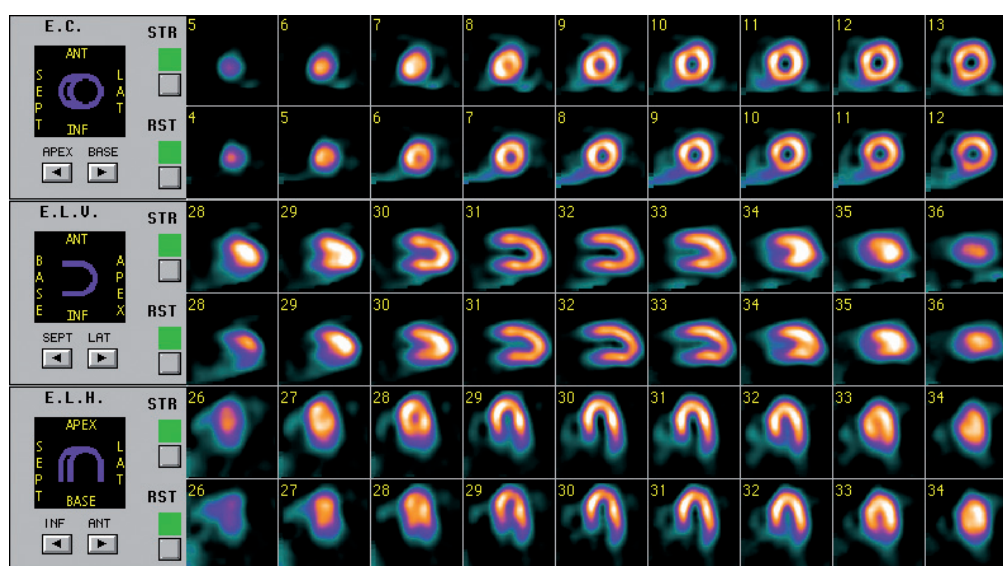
SPECT de perfusión miocárdica normal en estrés (STR) y reposo (RST). EC: Eje corto, ELH: Eje largo horizontal, ELV: Eje largo vertical.
